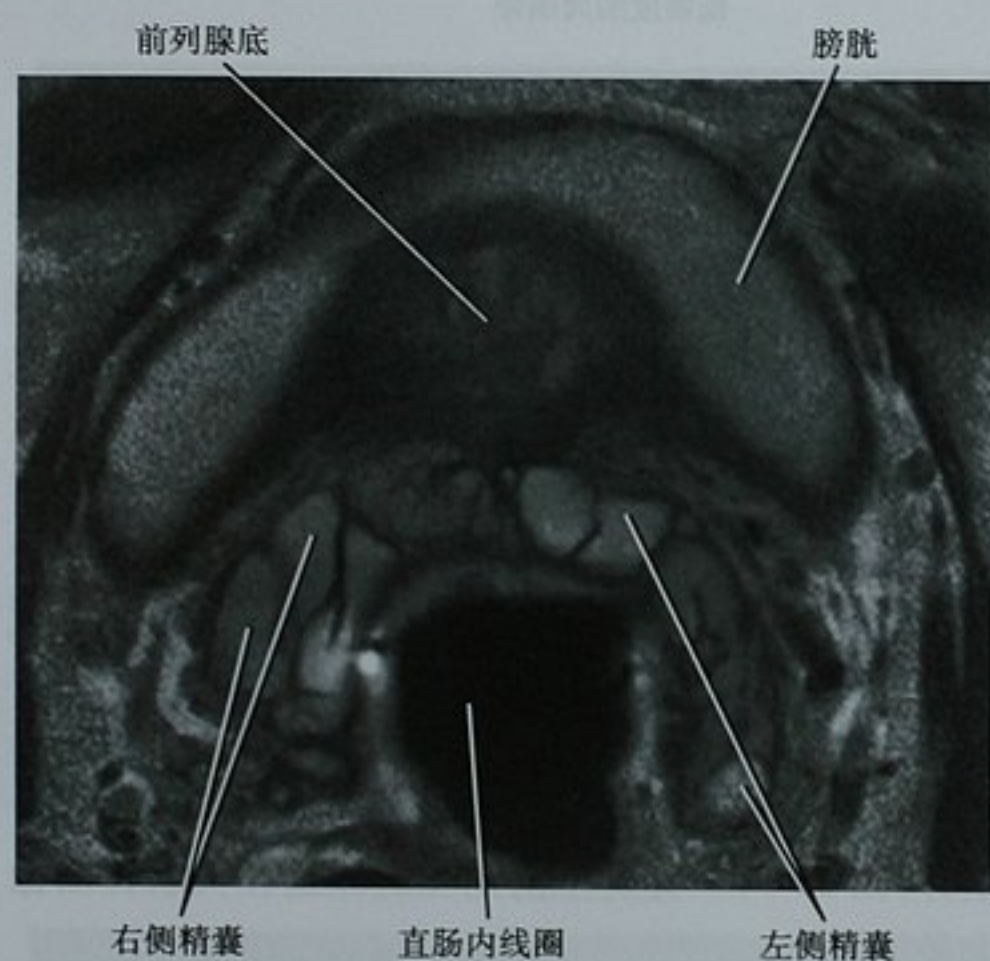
正常精囊的 MRI 表现。前列腺底水平的轴位 T2WI 显示了双侧精囊的中部
